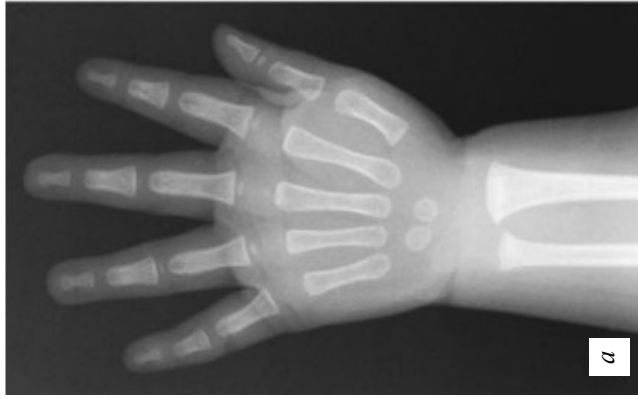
Рентгенограмма запястья [Nelson Textbook of Pediatrics, 2020]:
